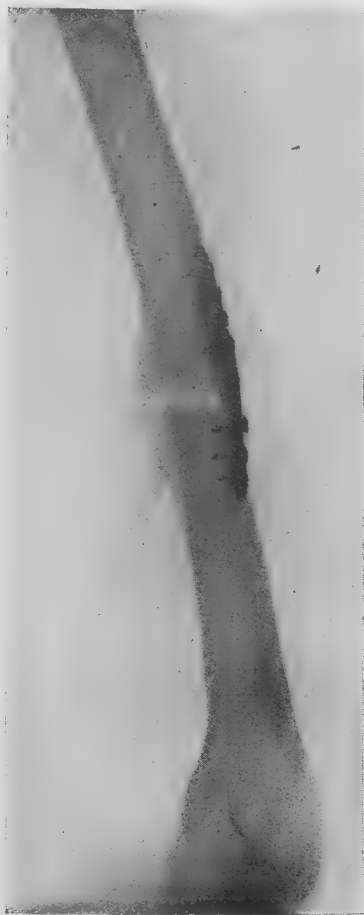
Radiographie faite (un mois après l'opération. — Les vis qui fixent la plaque métallique sur le bout inférieur semblent se mobiliser légèrement du fait des mouvements du bras. On décide de recourir à la contention plâtrée associée à celle de la plaque. Le greffon ostéo-périosté a déjà produit de l'os au côté interne de la pseudarthrose.
